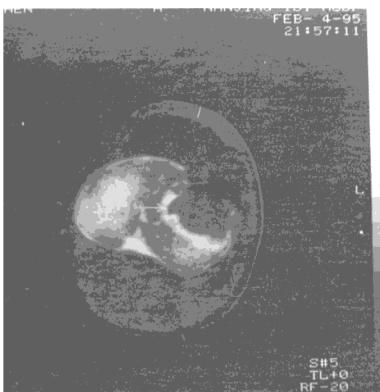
3 图2为CT轴位扫描,示外侧平台塌陷;图3为冠状位重建图像。
